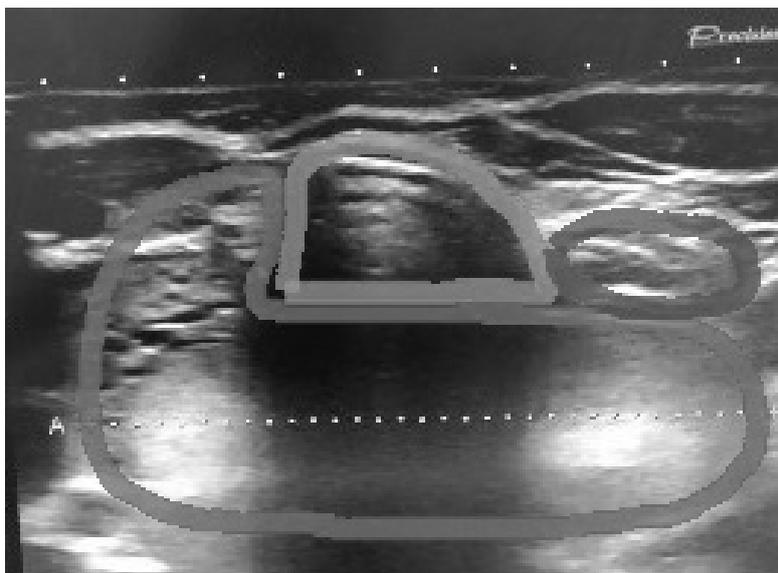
Пациентка М. УЗИ щитовидной железы (красным цветом указана правая доля ЩЖ с узловым образованием, зеленым — трахея, синим — пищевод)
